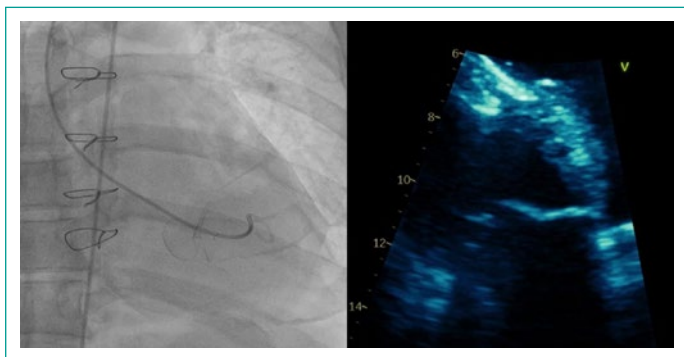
A) Cierre percutáneo de defecto residual de rotura de septum postinfarto con Hyperion VSD Occluder 18 mm. B) Ecocardiograma transtorácico con dispositivo de cierre bien posicionado con defecto mínimo residual.
